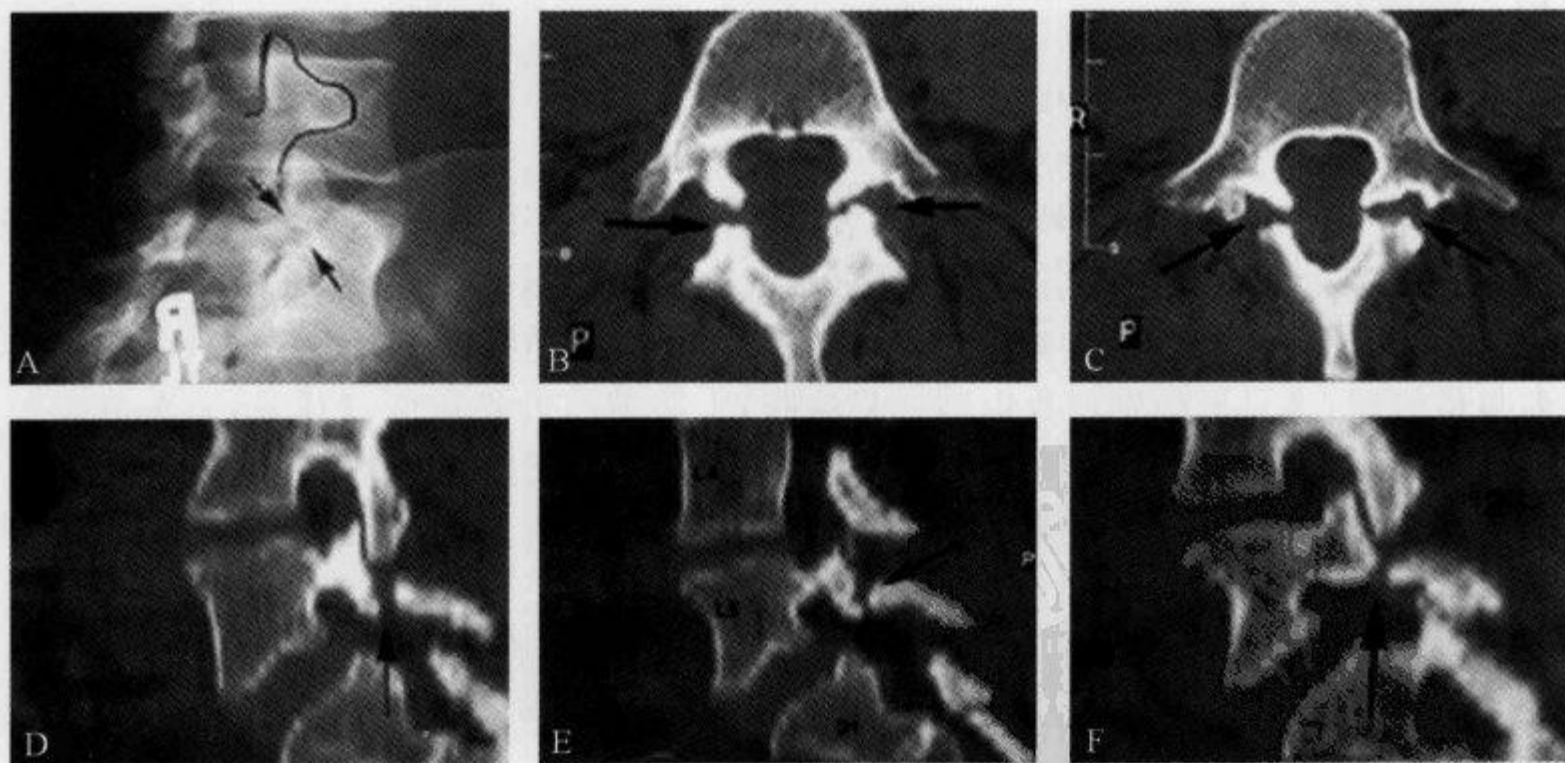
L₅ 椎弓崩裂, 腰椎 X 线平片示“狗戴项圈征”
